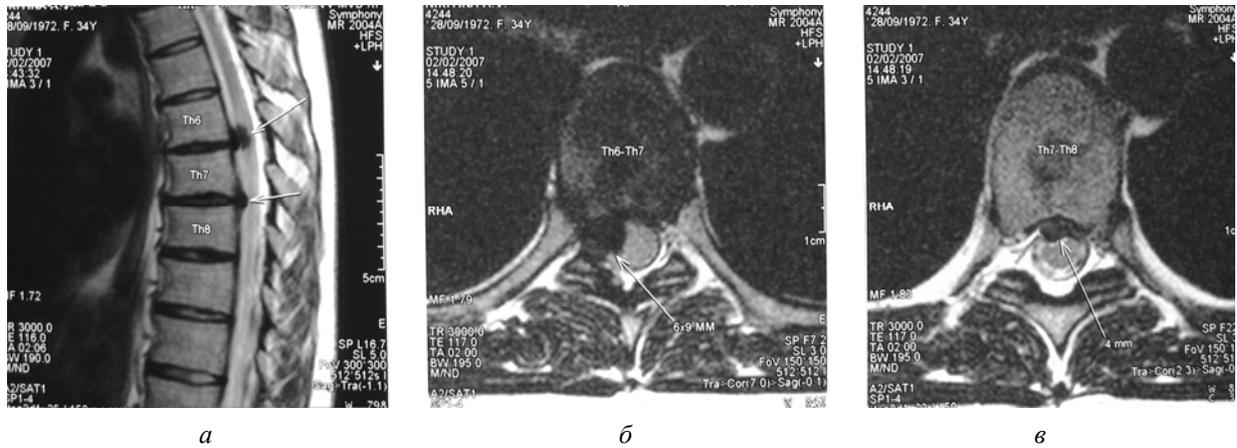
Т-2 ВИ МРТ грудного отдела позвоночника до операции: а — сагиттальная проекция, визуализируются две межпозвонковые грыжи дисков на уровне Т6/7 и Т7/8; б — аксиальная проекция, латеральная, интрафораминальная грыжа диска на уровне Т6/7; в — аксиальная проекция, медиолатеральная грыжа диска на уровне Т7/8
